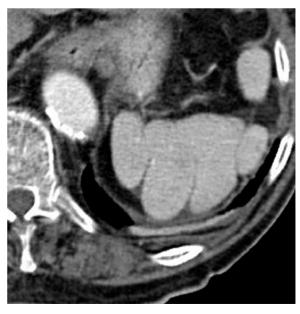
Persistierende lobulierte Milz beim Erwachsenen als Normvariante, CT mit i. v. Kontrastmittel
